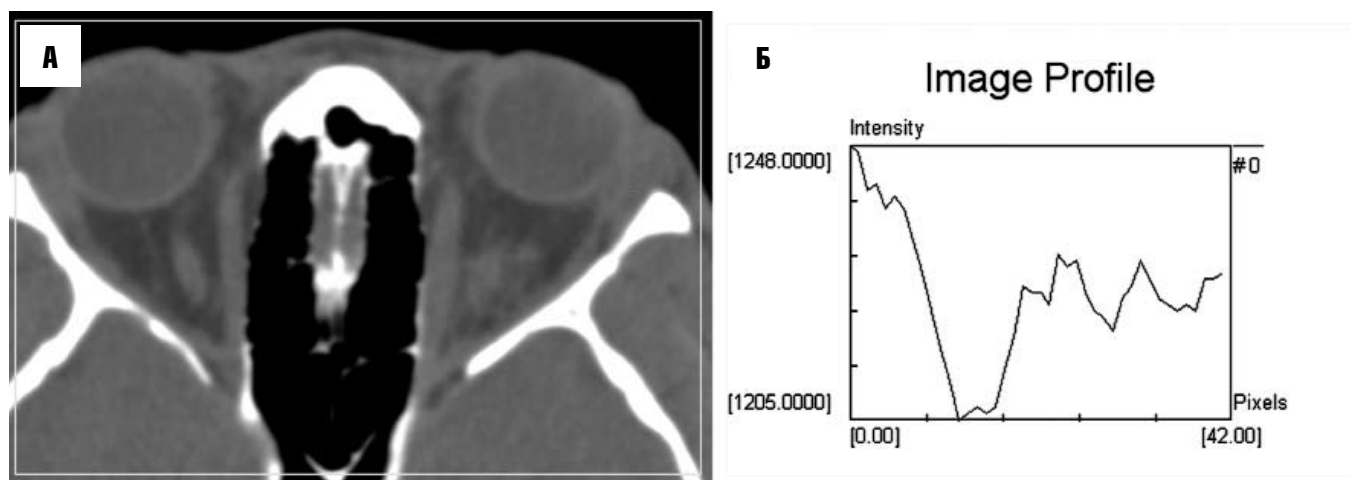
Компьютерная томография (аксиальная проекция) пациента с миогенным вариантом ОЭ: А — изменённая слёзная железа слева, и Б — ее профиль плотности
